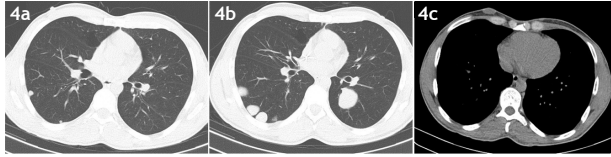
TAC de tórax, cortes axiales. a. Ventana de pulmón, se observan dos nódulos pulmonares pequeños sólidos, subpleurales en el segmento superior del lóbulo inferior derecho. b. Ventana de pulmón, se observa aumento de tamaño y aparición de nuevos nódulos pulmonares ipsilaterales y contralaterales. c. Ventana de mediastino, se observa nódulo subcutáneo de la pared torácica anterior derecha.
